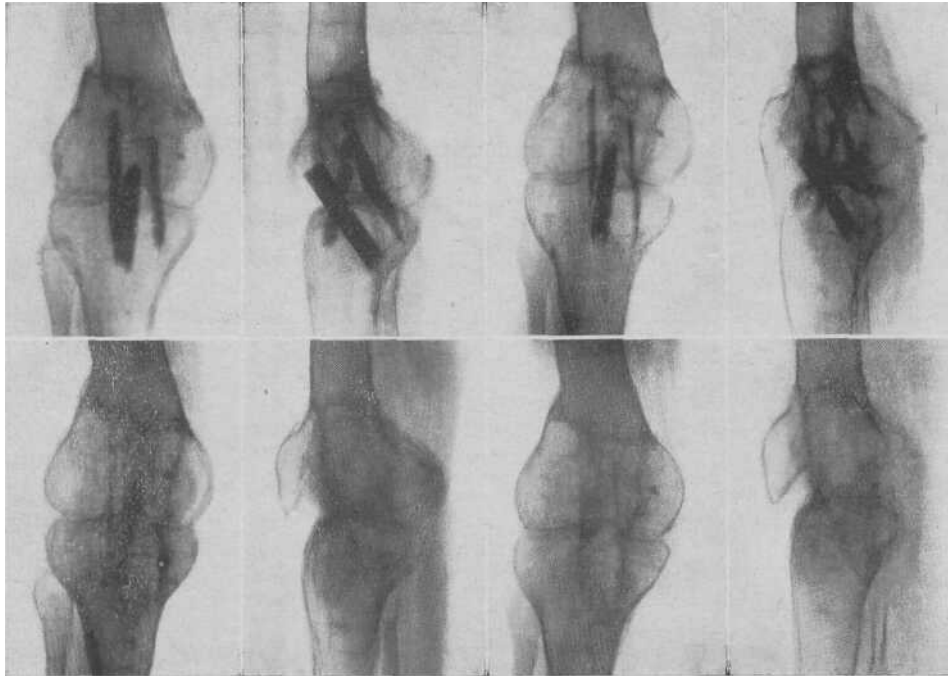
Evoluzione radiografica di un eterotrapianto di corticale conservata in una artrodesi di ginocchio per osteoartrite t.b.c. in fase attiva con grave alisteresi dei capi articolari. Documentazione di 12 mesi.
